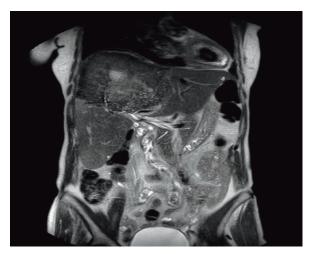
Пациент Б.: МРТ печени (слева) и вид печени во время операции (справа)
